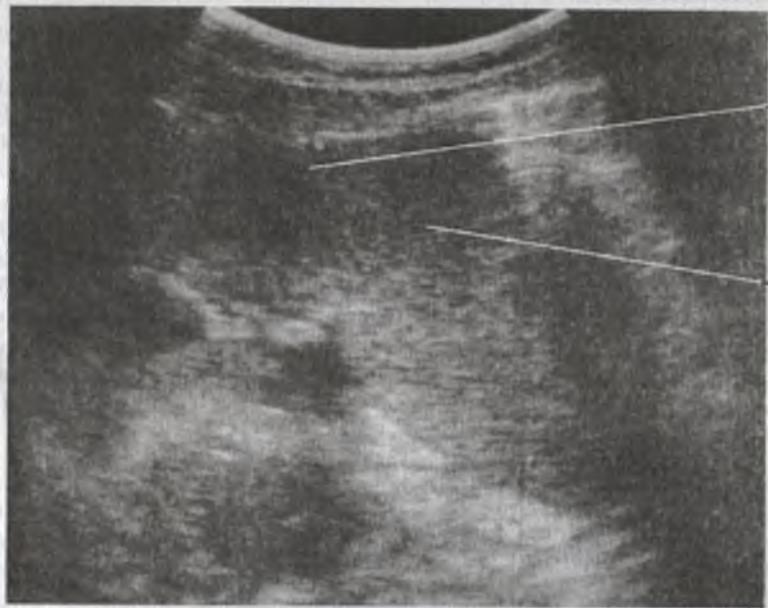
Ультразвуковая томограмма селезенки
